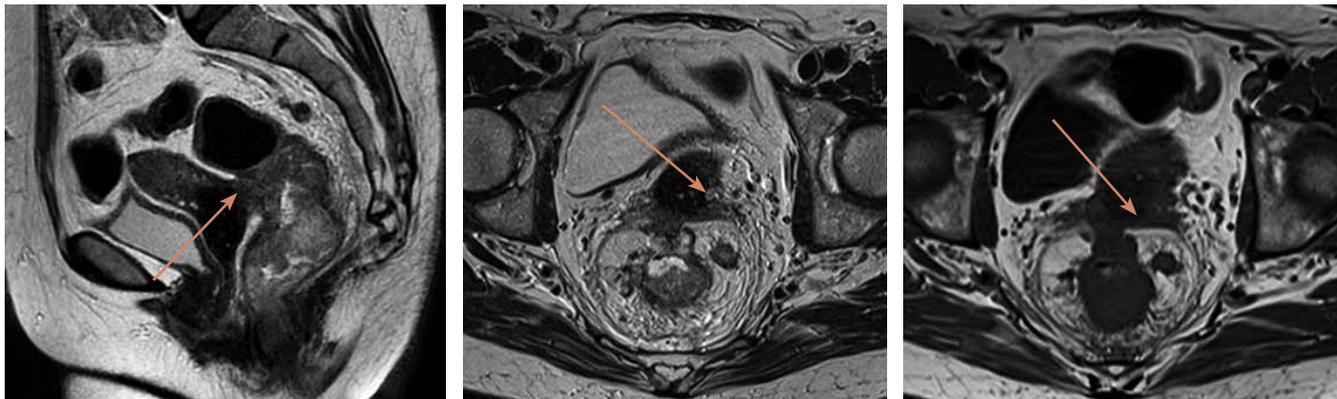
МРТ органов малого таза, T2-, T1-взвешенные изображения. Аденокарцинома прямой кишки с прорастанием в шейку матки (указано стрелкой)
